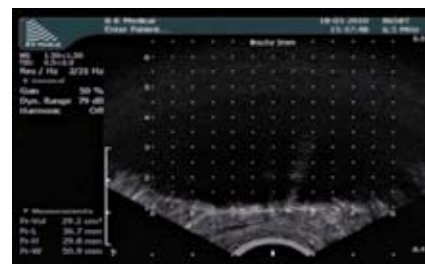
УЗИ-картина формирования ледяного шара в области установки термоигл.
